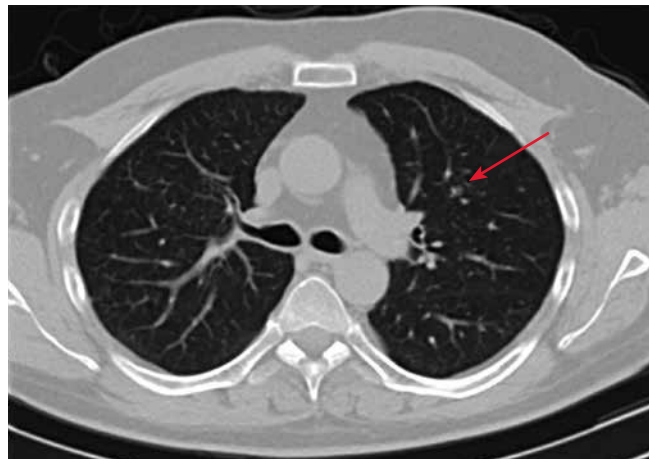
Компьютерная томография органов грудной клетки пациента Р. (2017 г.), аксиальная проекция. Отсутствие изменений метастатических очагов в легких по сравнению с данными исследования, выполненного в 2013 г.
